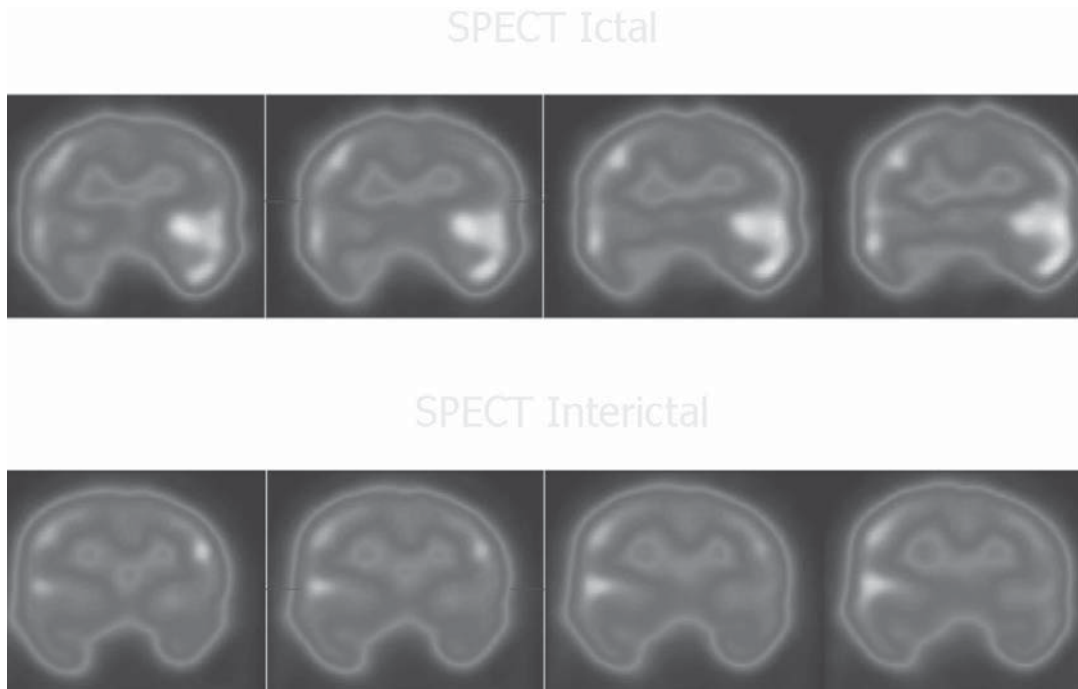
SPECT ictal e interictal en un paciente con epilepsia mesial temporal izquierda.
